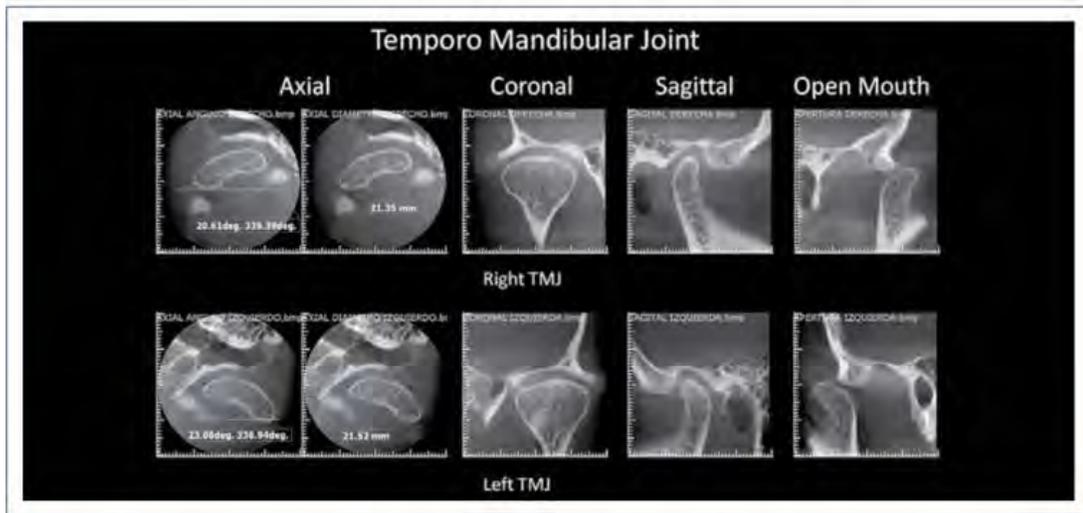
Tomografía Cone Beam de ATM bilateral normal, en posición de boca cerrada y apertura no forzada (37).
